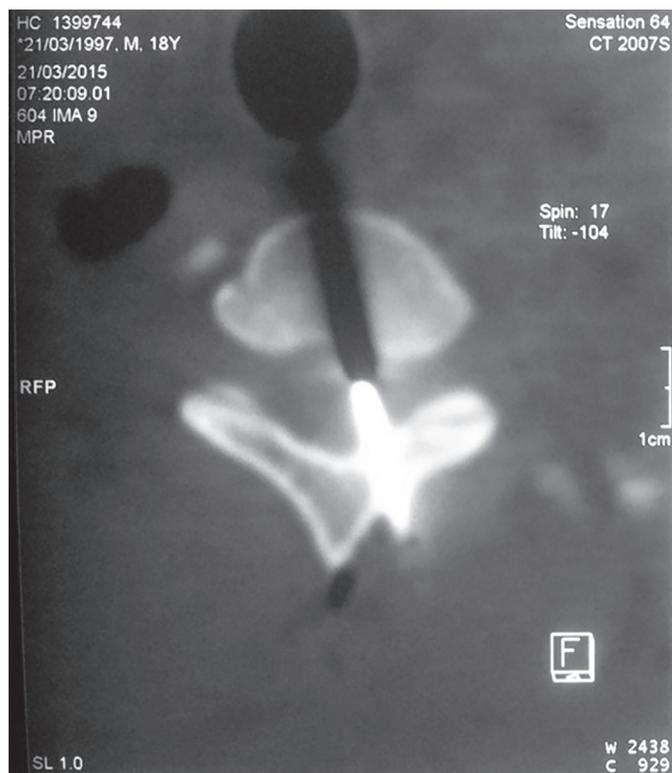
TC simple de columna cérvico - dorsal (corte axial)
